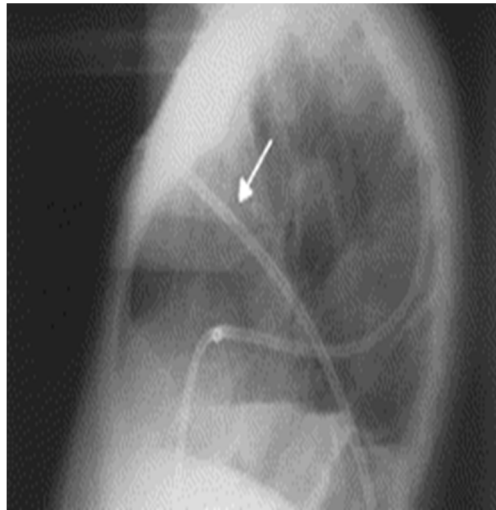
Radiographie thoracique montrant la mise en place de deux drains (Monaldi, Porgès) au sein d'une cavité de pneumonectomie. Un drain antérieur est mis dans le deuxième espace intercostal qui plonge dans le cul-de-sac diaphragmatique (flèche). (63).
